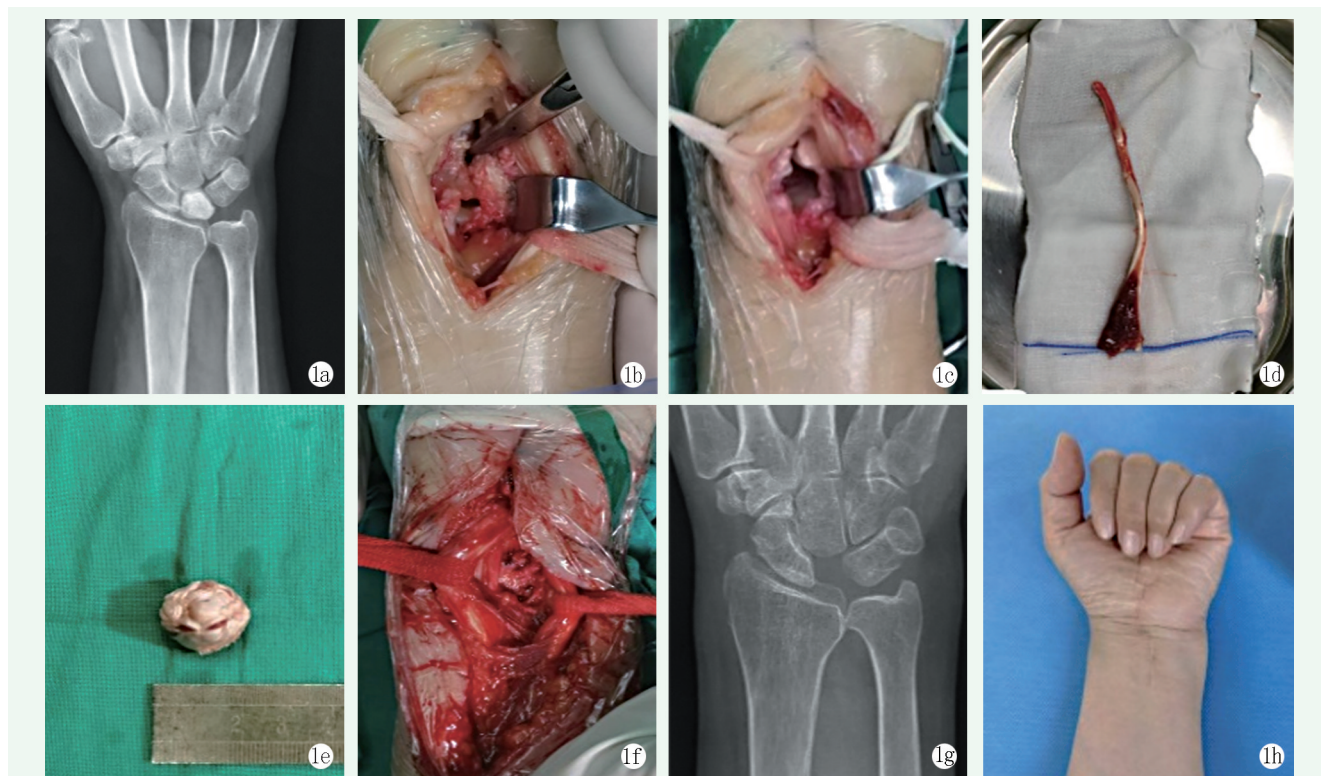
患者,女,68岁,左腕关节长期慢性劳损导致月骨缺血性坏死 1a:术前X线片示左侧月骨密度增高 1b,1c:术中彻底清除坏死月骨 1d:术中取掌长肌肌腱 1e:将掌长肌肌腱卷曲成团状 1f:术中将团状掌长肌肌腱填塞、夯实至月骨缺损区域 1g,1h:术后12个月随访,X线观察患者各腕骨结构排列正常,各腕骨无移位现象。患者腕关节无不适感,术后腕关节功能正常
